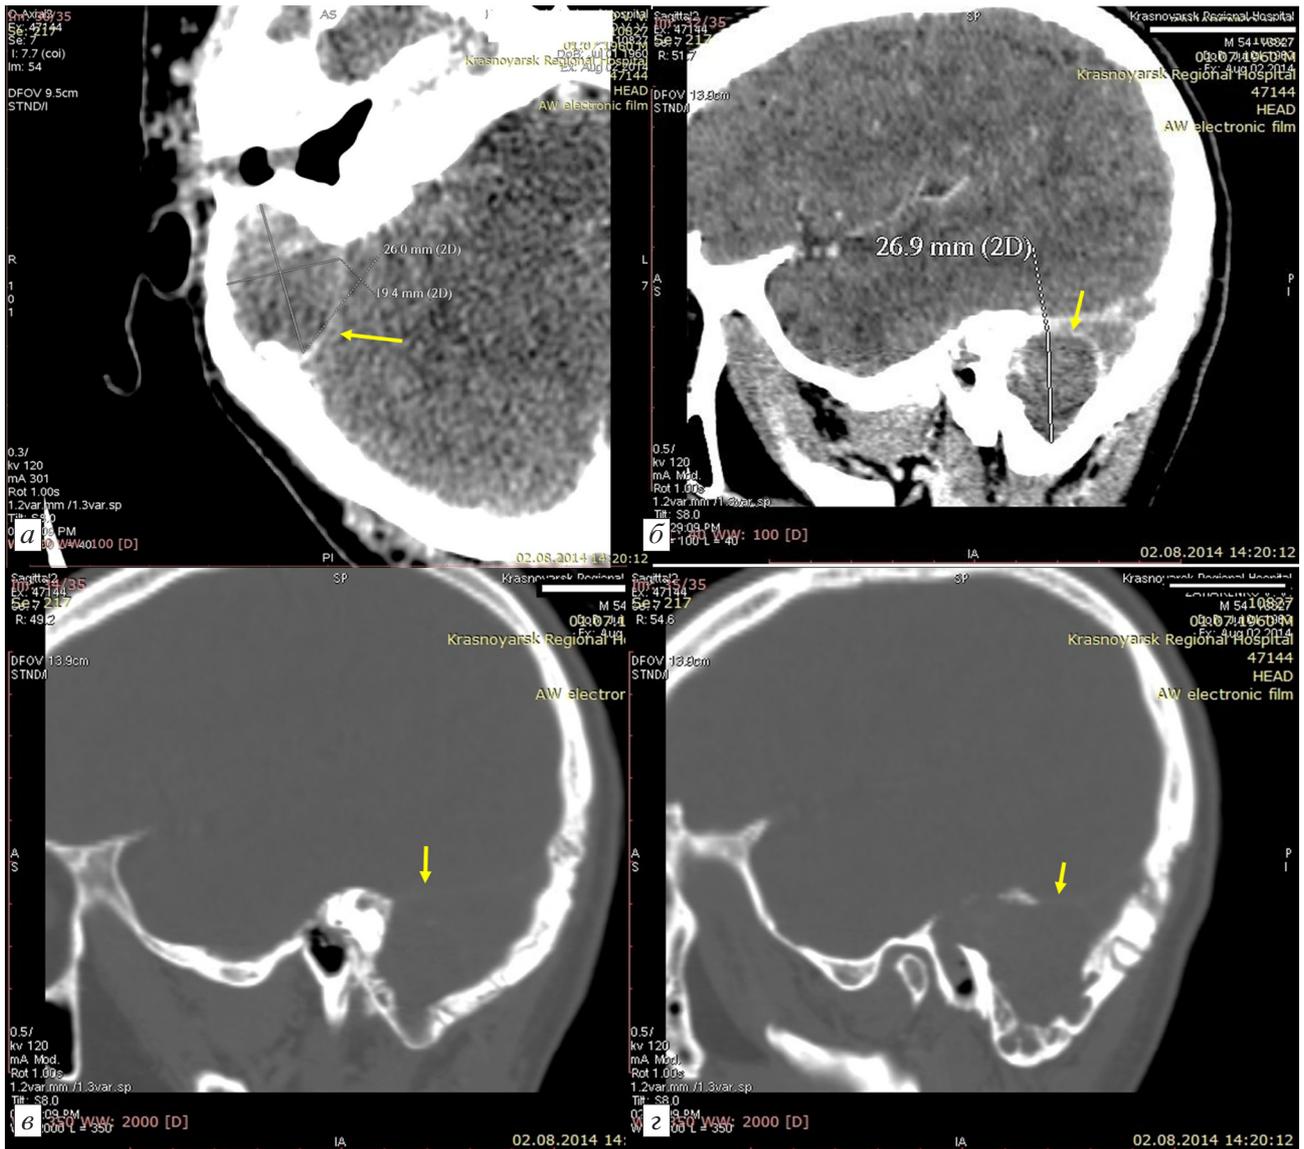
МСКТ головного мозга пациента З., 54 года. Диагноз: отогенный абсцесс правой гемисферы мозжечка, хронический эпителимпанит слева, холестеатома, хронический деструктивный мастоидит.
